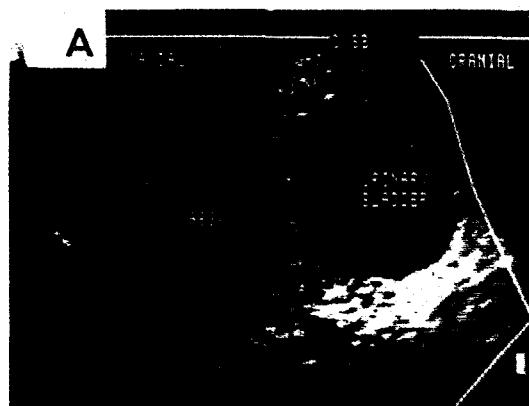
(A) 경도의 에코성의 매스가 오줌으로 충만된 무에코의 방광의 경부를 가리고 있다. (B) 주사침의 위치를 확인하기 위해 초음파를 사용해서 방광공기조영을 실시하였다. 크고 불규칙한 연부조직매스가 방광경과 요도를 채우고 있다. 종양형은 이행세포암종이었다.
